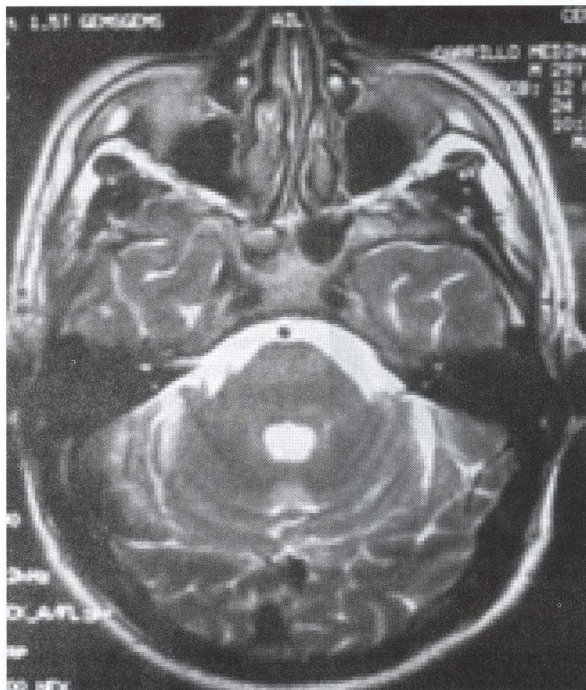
Imagen por estudio de resonancia magnética corte axial en protocolo T2 que muestra imágenes hiperintensas en puente y pedúnculos cerebelosos.
